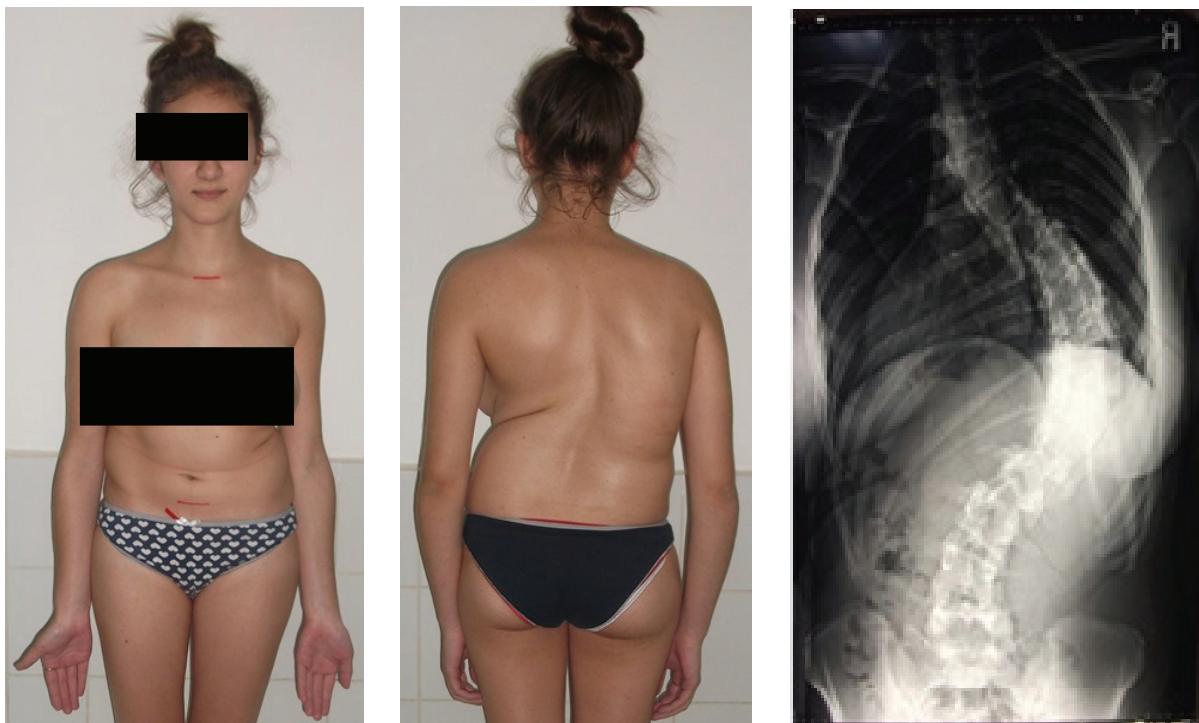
Внешний вид и рентгенограмма больной Г., 15 лет, до хирургической коррекции
